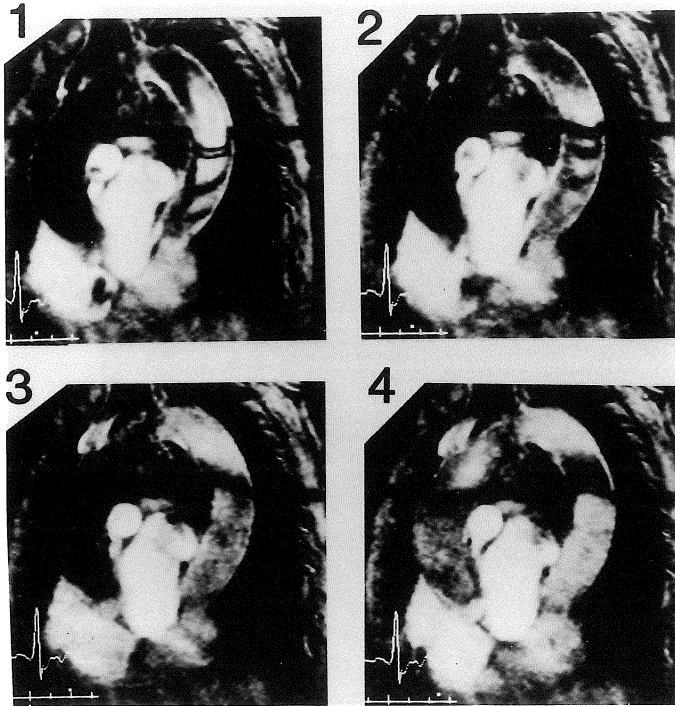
The multiphasic tagging (MPT) cine MR images of the descending aorta in a patient with severe aortic regurgitation. Severe backward shift of tag was observed in early diastolic phase (No.3 and 4). No.1=early systolic phase, No.2=mid-systolic phase, No.3 and 4=early diastolic phase.
